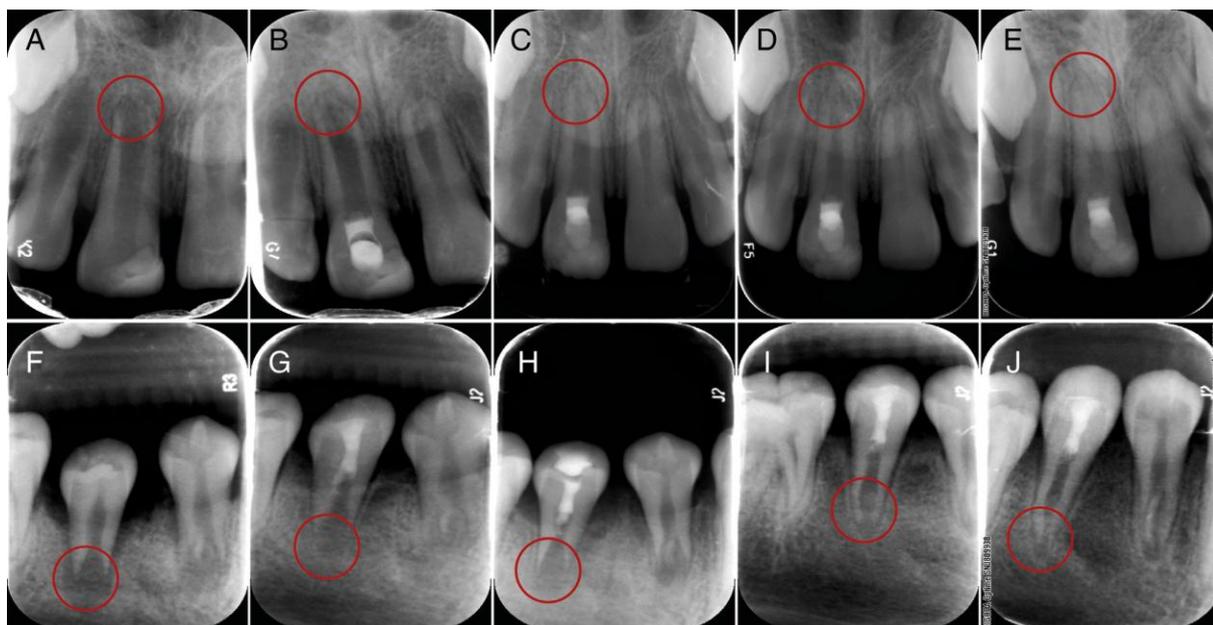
Deux cas représentatifs de TER ont montré que la radiotransparence apicale disparaissait et que la racine se développait progressivement. (A-E) Cas 1 et (F-J) cas 2. (A et F) Radiographies préopératoires, (B et G) 3 mois de suivi, (C et H) 6 mois de suivi, (D et I) un suivi de 9 mois et (E et J) un suivi de 12 mois [45].
